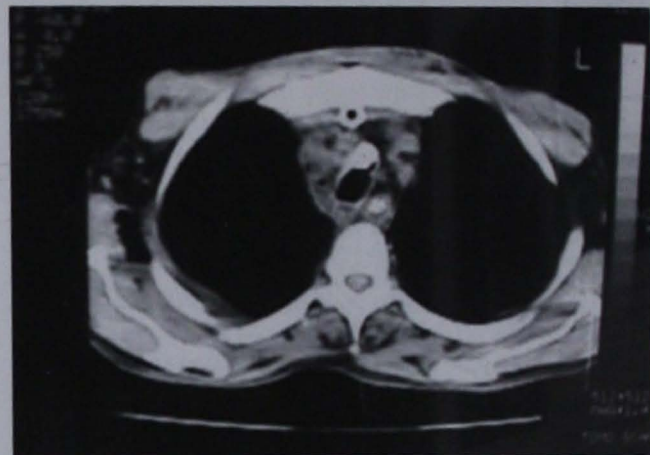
Tomografía axial computarizada contrastada de tórax. Se observan sondas de drenaje mediastínico y disminución de la secreción purulenta en mediastino anterior y medio.
